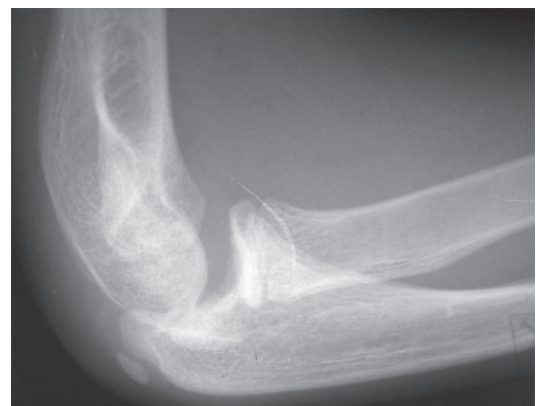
Рентгенограмма левого локтевого сустава больного П., 13 лет, через 11 мес. после травмы; виден костный фрагмент головки мыщелка в дистальном отделе плечевой кости
